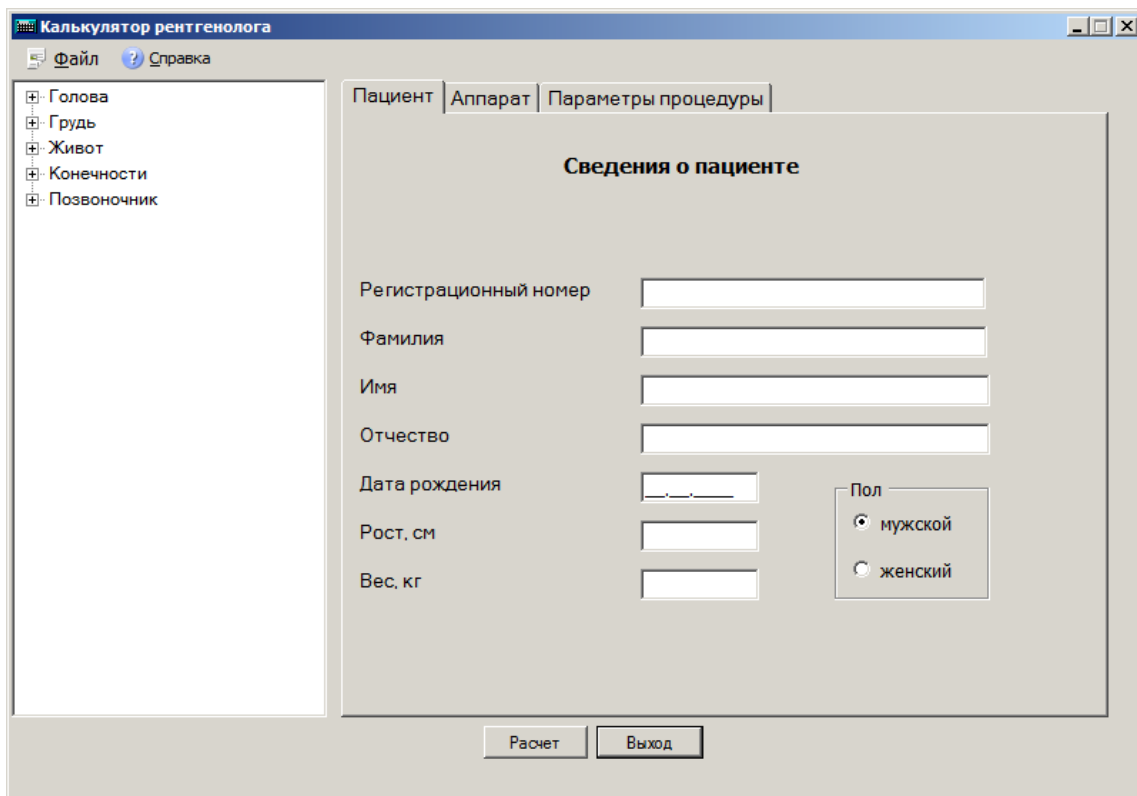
Главное окно «Калькулятора рентгенолога», открытое во вкладке «Пациент», с помощью которого можно задать данные о пациенте
